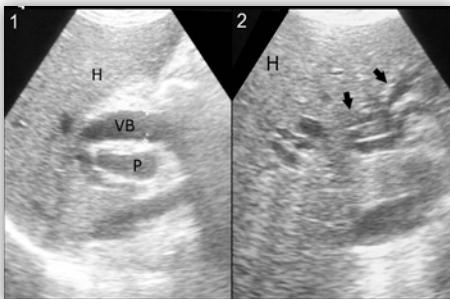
Ecografía abdominal: 1) dilatación de la vía biliar extrahepática. En el hilio hepático se observa la típica imagen en "cañón de escopeta" constituida por el conducto hepático común dilatado (VB) y la vena porta (P). 2) Dilatación de la vía biliar intrahepática. Se observa una imagen a nivel intrahepático de demasiados "tubos" (flechas) que en los cortes transversales pueden originar una imagen en "medusa".
